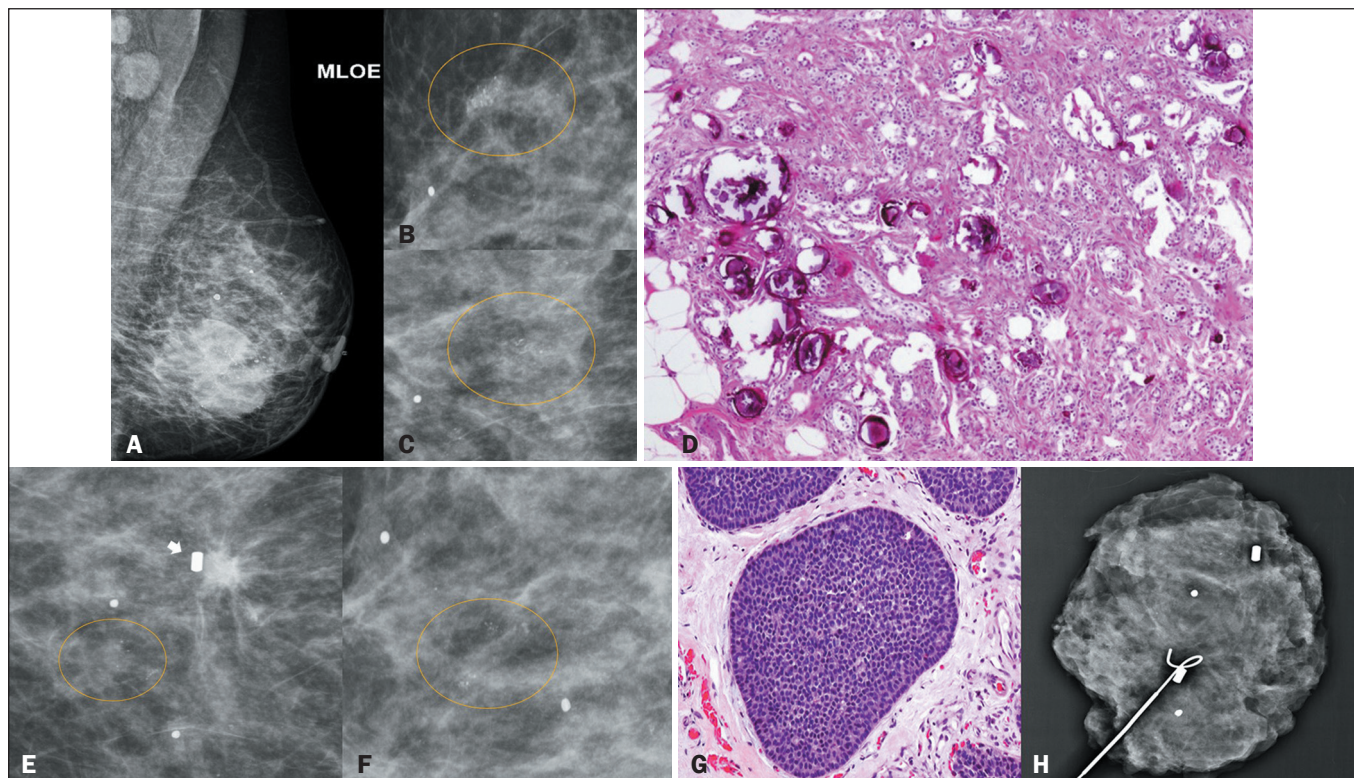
Paciente de 58 anos com diagnóstico de CISOE na mama esquerda (A). Mama direita com calcificações amorfas agrupadas (círculos) nas grafias ampliadas em perfil (B) e craniocaudal (C). D: O resultado anatomopatológico revelou adenose florida com frequentes calcificações intraductais e estromais (coloração de hematoxilina-eosina, aumento de 100x). Mamografia de seguimento após 23 meses, grafias ampliadas em perfil (E) e craniocaudal (F) com presença de novo grupamento de calcificações amorfas (círculos) próximo ao marcador de biópsia prévia (seta). G: Diagnóstico de CDIS de baixo grau nuclear e padrão sólido (coloração de hematoxilina-eosina, aumento de 200x) em nova BPVE. H: Radiografia da peça cirúrgica com a presença dos marcadores metálicos das biópsias prévias.
